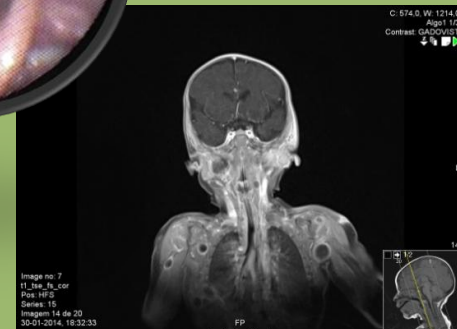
RMN: Várias lesões nodulares nos membros superiores e tronco, espaço parafaríngeo e mastigador
